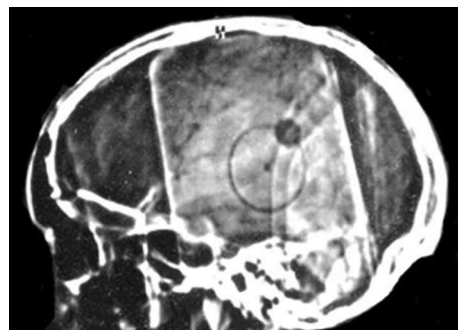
КТ-топограмма после циркулярной краниотомии.
